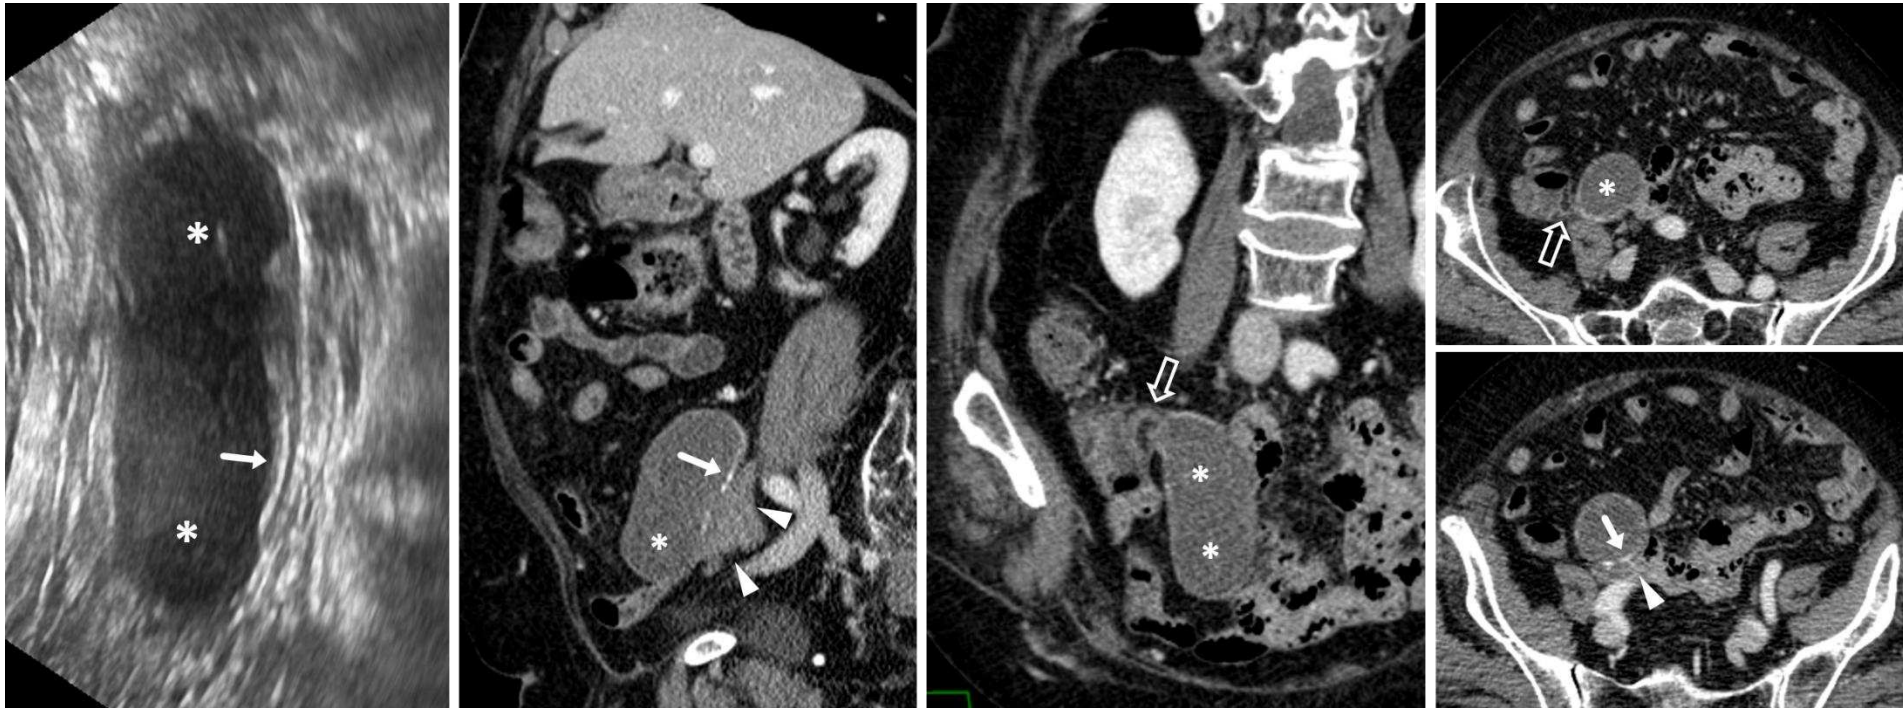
Mujer de 83 años. Hallazgo incidental de masa quística en fosa iliaca derecha (*) con contenido mas complejo en ecografía que en TC y con finas calcificaciones parietales demostradas con ambas técnicas (flechas). Contacta con el ciego (flechas huecas), sin comunicación luminal, y con el ovario derecho (cabezas de flecha), por lo que planteaba dudas sobre si dependía del apéndice o el ovario. Su morfología y el hecho de no identificar un apéndice normal en ausencia de antecedente de apendicectomía sugiere mucocoele apendicular. No se demostró malignidad histológica.
